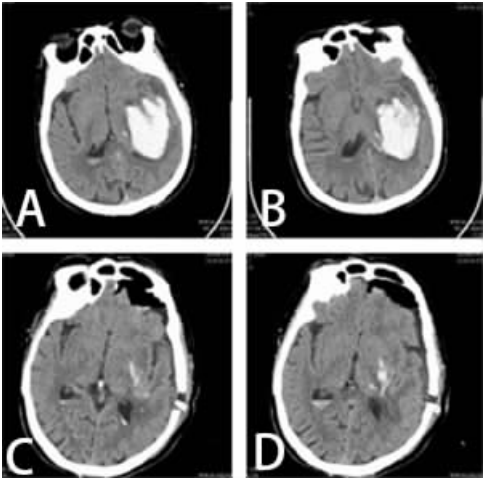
1 例左侧基底节区高血压脑出血患者神经导航辅助内镜手术治疗前后头部 CT 图
